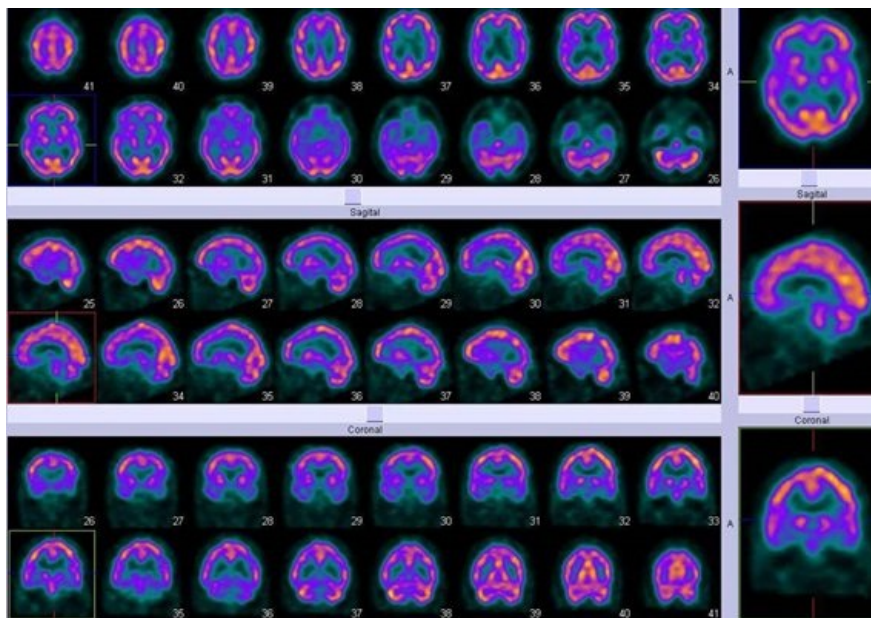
SPECT de perfusión cerebral (cortes transversales paralelos al plano órbito-canto-meatal): arriba, cortes transaxiales; medio, cortes sagitales; abajo, cortes coronales. Se observa marcada hipocaptación del radiotrazador en corteza temporal izquierda involucrando el sector externo, el polo temporal y la región medial o hipocampo, sin alteraciones significativas en otras estructuras.
